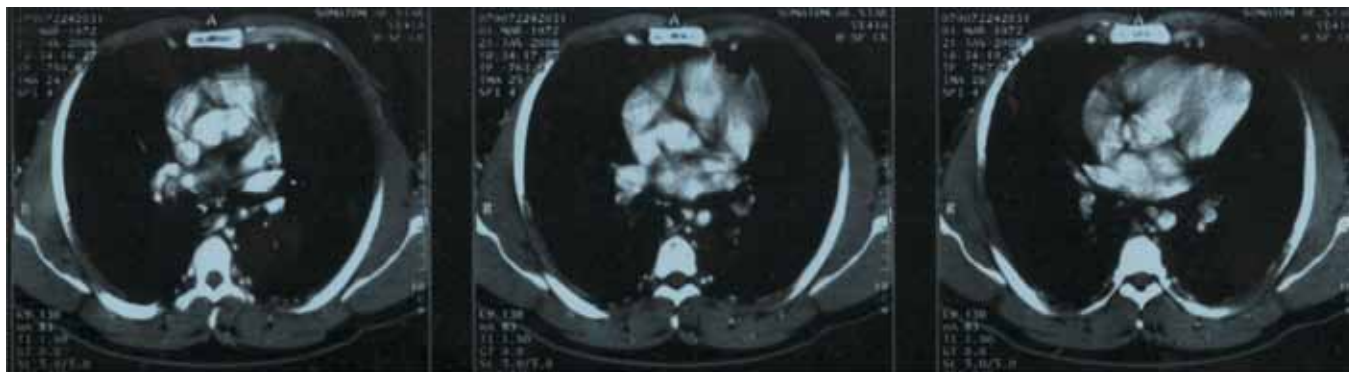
Serie de cortes axiales de tomografía computada en fase arterial con progresión caudal que demuestran la disminución del calibre aórtico en su segmento descendente compatible con coartación. Persiste la prominencia de las arterias mamarias internas y de las vías colaterales a través de arterias vertebrales e incluso, vasos colaterales en planos musculares e intercostales.
